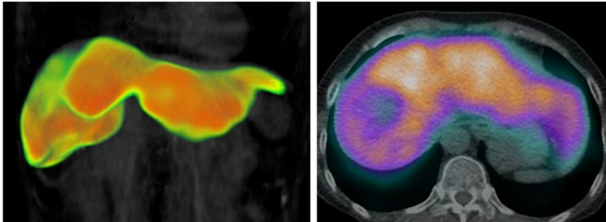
散乱補正・吸収補正を行った Tc-99m GSA 肝受容体 SPECT 画像と CT とのフュージョン画像
